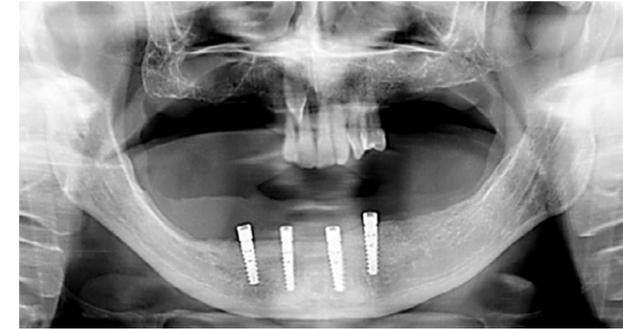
Radiografía Panorámica final, tras haber finalizado el tratamiento sobre implantes.
